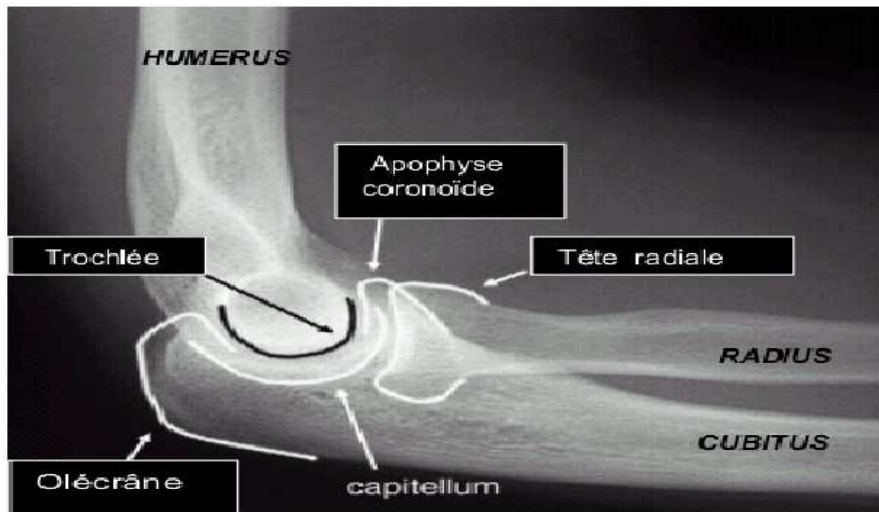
Radiographie de profil du coude normale. [49]
